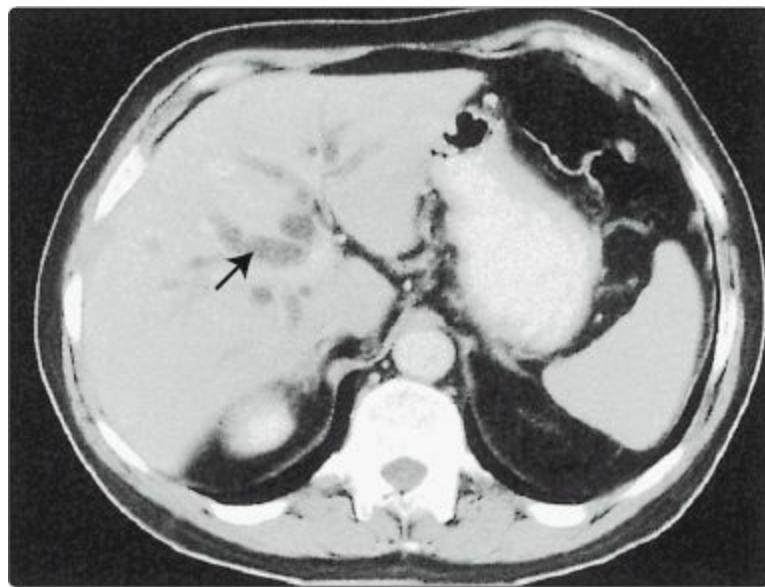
Escaneamento de TC do fígado e da vesícula biliar.
